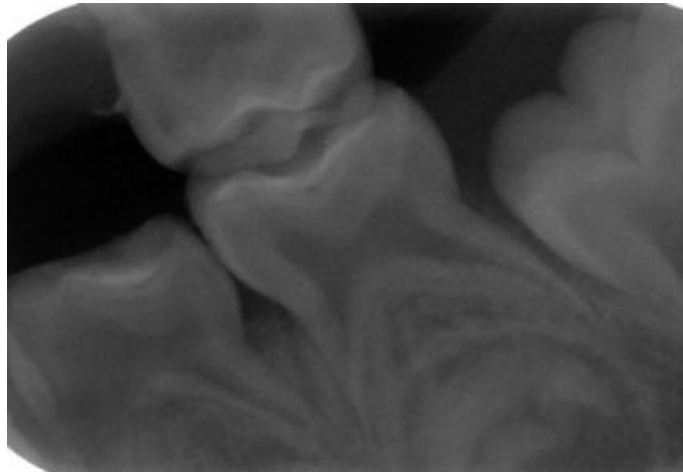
Radiografía interproximal que muestra la capa de resina en las caras oclusales.⁶
